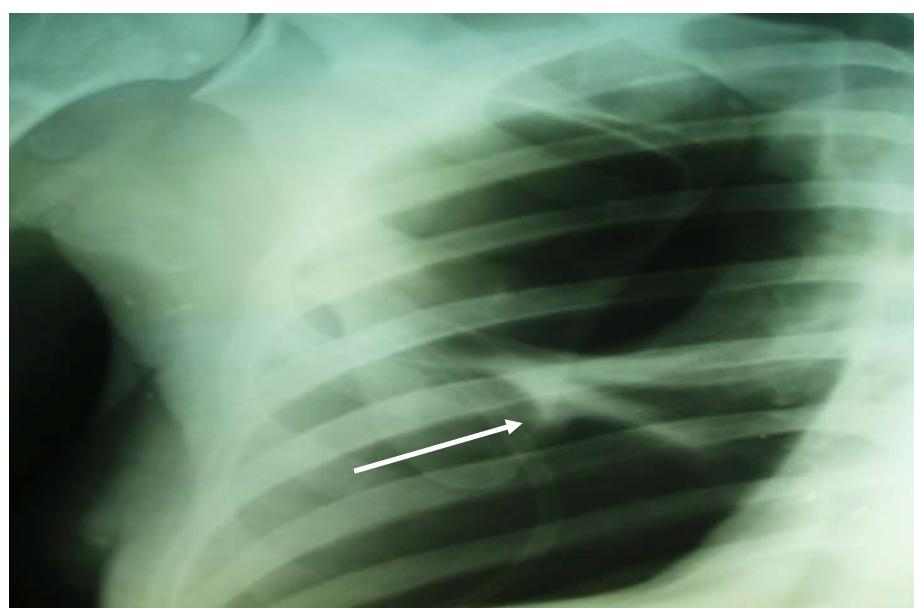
Рентгенограмма пациентки Я., 51 года, в день поступления.
